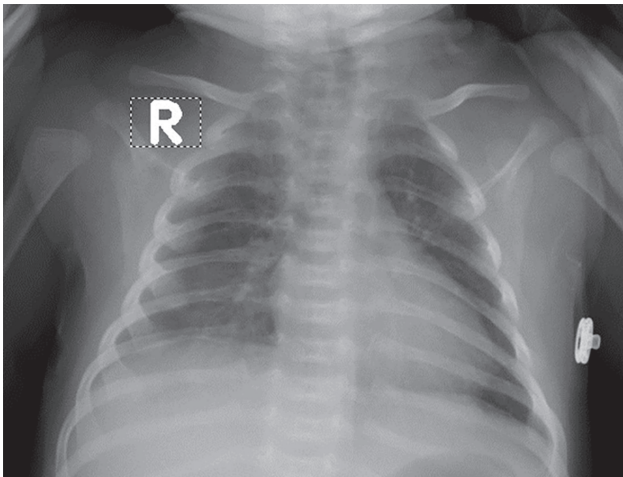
Radiografia cutiei toracice, 03 martie 2021
